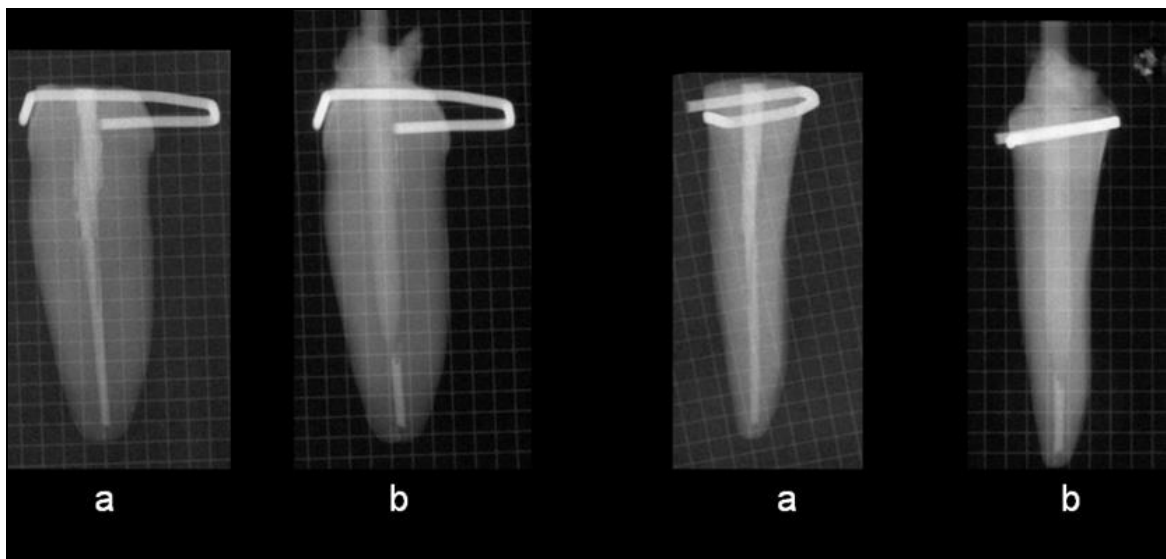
Elementos endodonciados (Radiografías a) y elementos con pernos instalados (Radiografías b).
